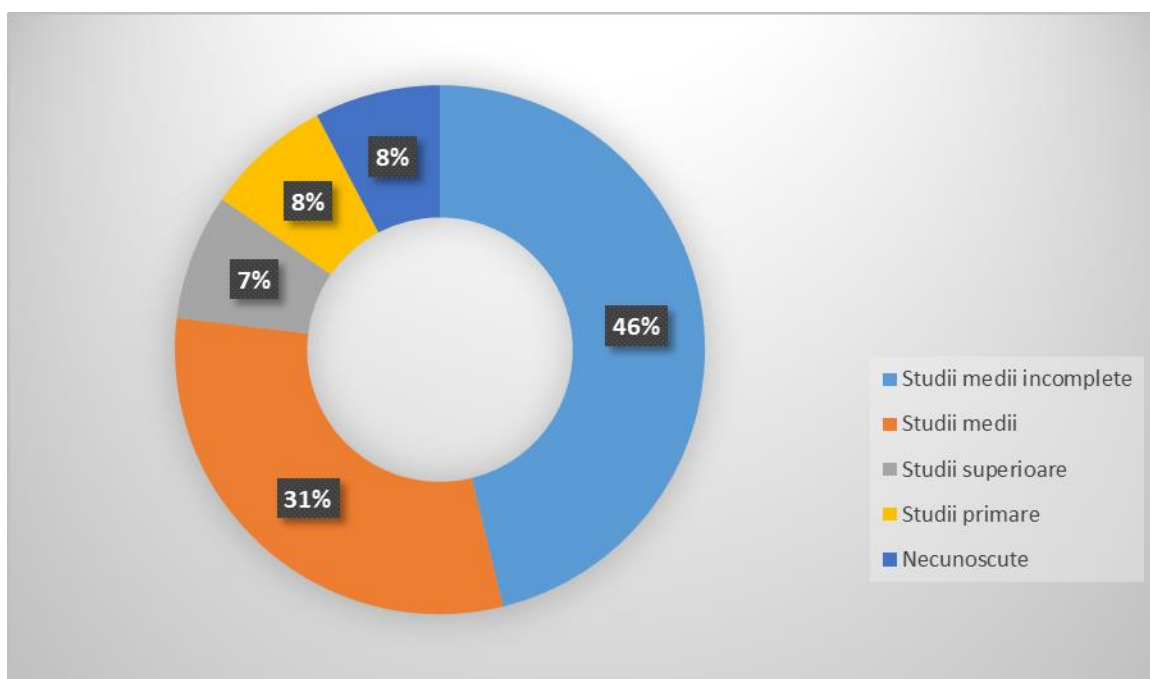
Nivelul de educație al victimelor infracțiunii de provocare ilegală a avortului înregistrate în RM (2007-2017) [93]
